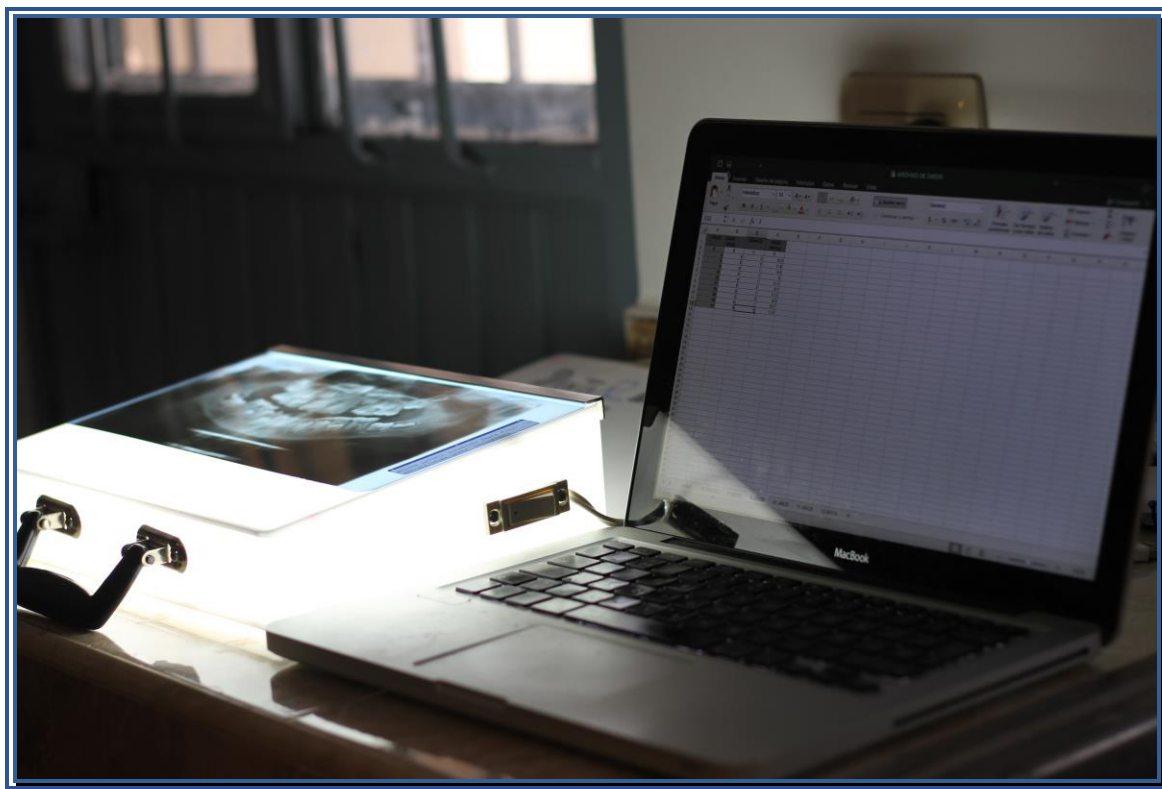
Análisis e interpretación de la radiografía, y recolección de datos obtenidos
